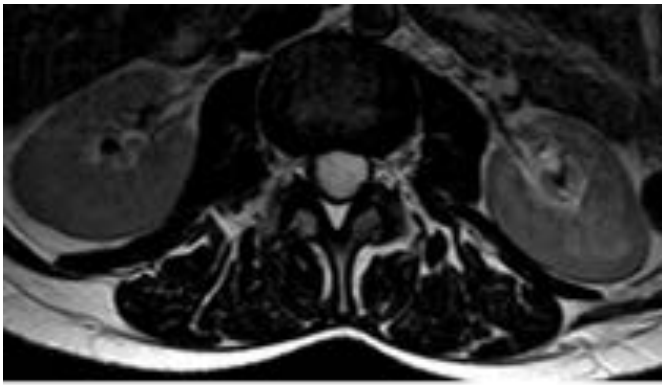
Caso clínico 2. Paciente que refiere clínica de lumbociatalgia. RM Axial T2. Extensa lesión quística que ocupa el canal central y desplaza y comprime las fibras de la cola de caballo.
